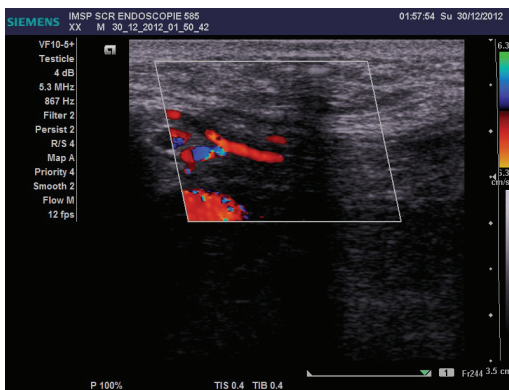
Examinarea preoperatorie Eco-Doppler pacientului cu hernia inghinală dreapta (forma clinică Nyhus IIIb)
